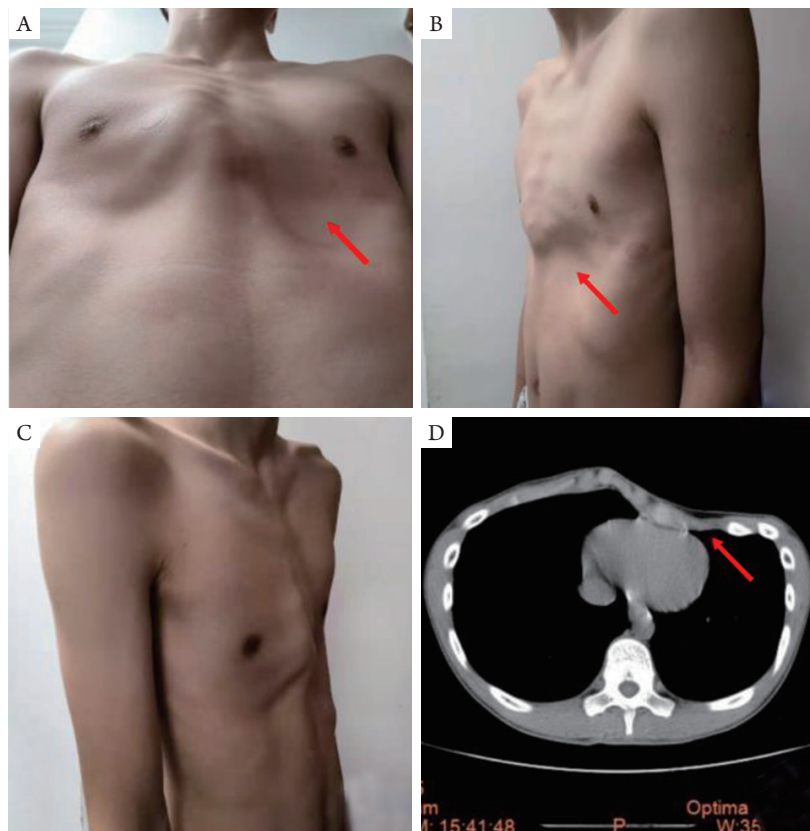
复杂鸡胸患者术前照片及胸部CT。男，15岁，鸡胸合并双侧下胸壁凹陷畸形，左侧显著（红色箭头示）。A：仰视位照片；B：右斜位照片；C：左斜位照片；D：术前CT显示鸡胸合并漏斗胸畸形
